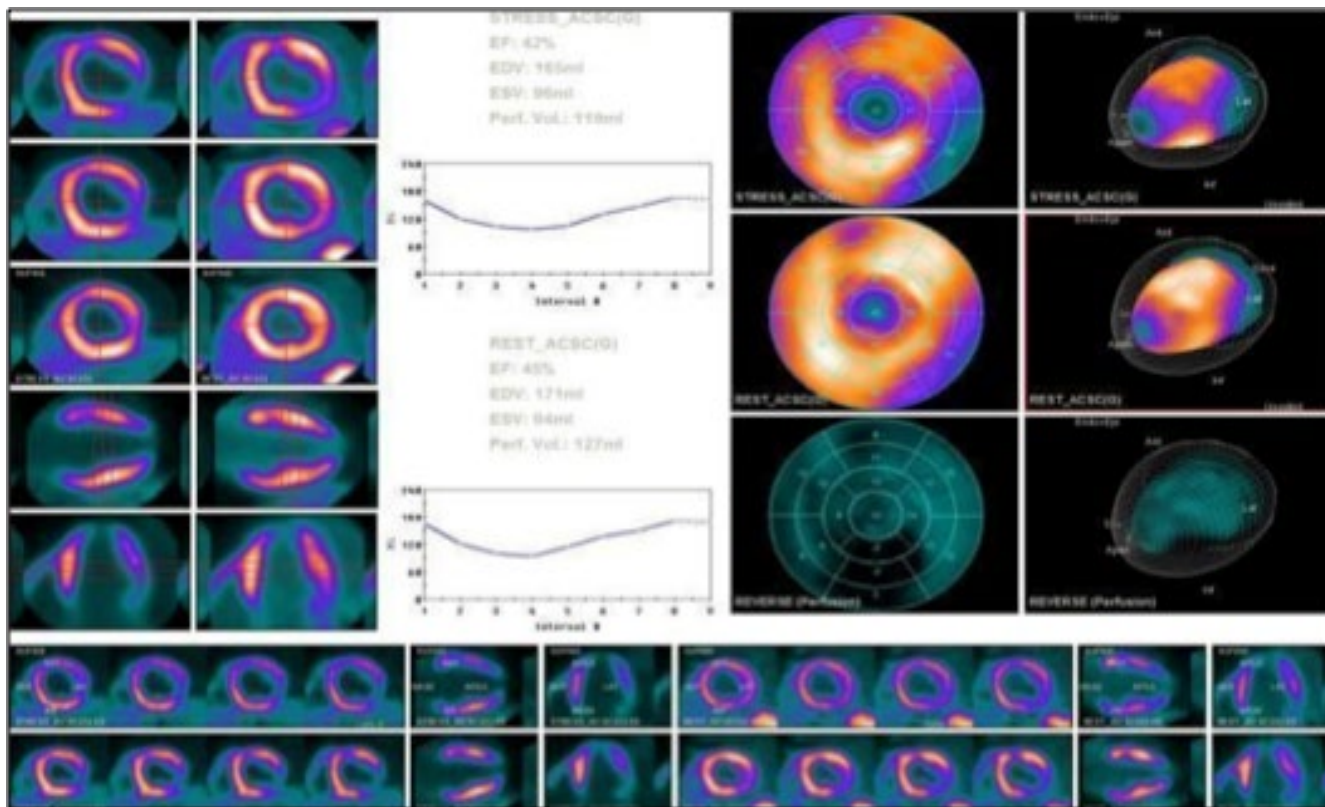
Estudio de perfusión miocárdica SPECT, mostrando localización de los defectos clásicos de la MCCh, hipoperfusión apical e inferolateral basal.
